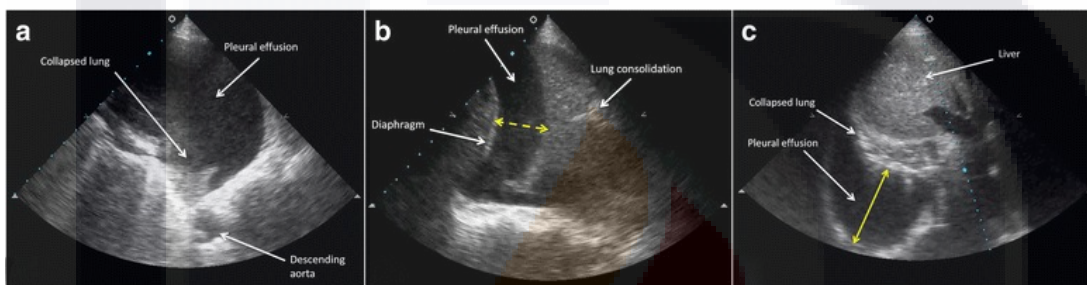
Hallazgos de un derrame pleural en Modo B de un ultrasonido torácico (5).
